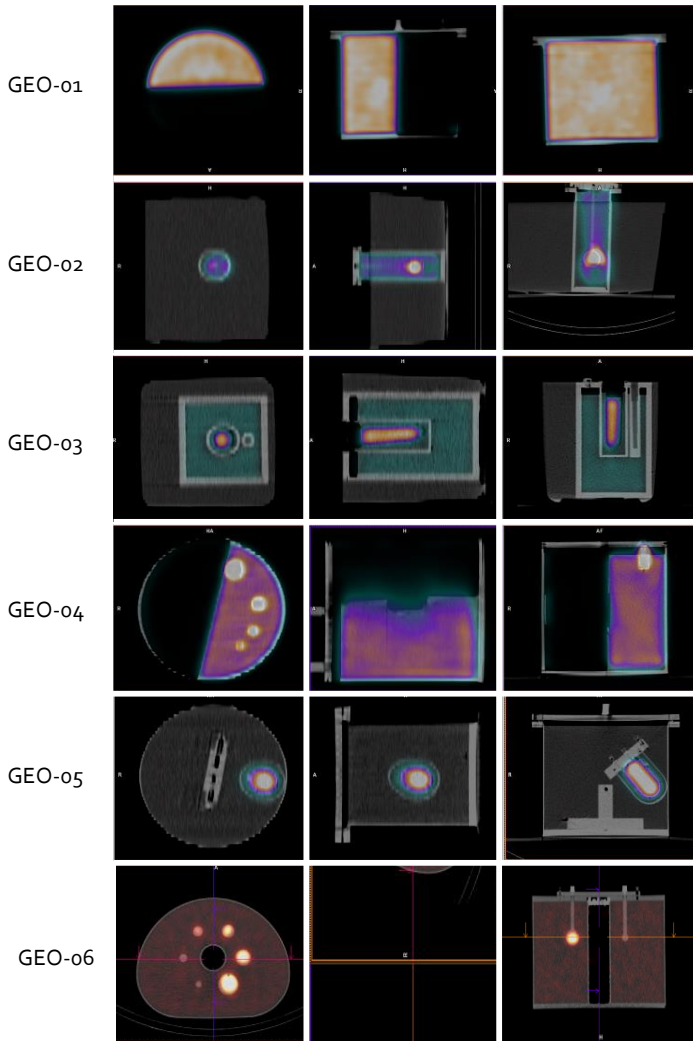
Imágenes SPECT-CT obtenidas de las diferentes configuraciones geométricas.
